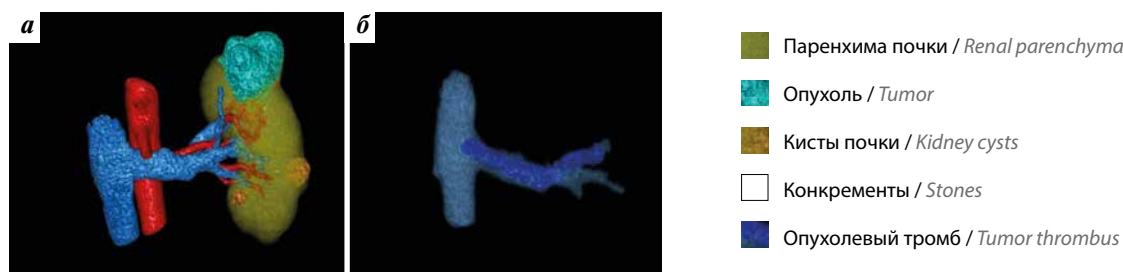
Трехмерная реконструкция левой почки с опухолью по данным компьютерной томографии органов брюшной полости и забрюшинного пространства с внутривенным контрастированием: а – опухоль в верхнем сегменте левой почки, взаиморасположение сегментарных почечных артерий и вен; б – структура опухолевого тромба исходит из сегментарной вены левой почки, продолжается на всем протяжении левой почечной вены. Головка опухолевого тромба располагается в месте впадения левой почечной вены в нижнюю полую вену
